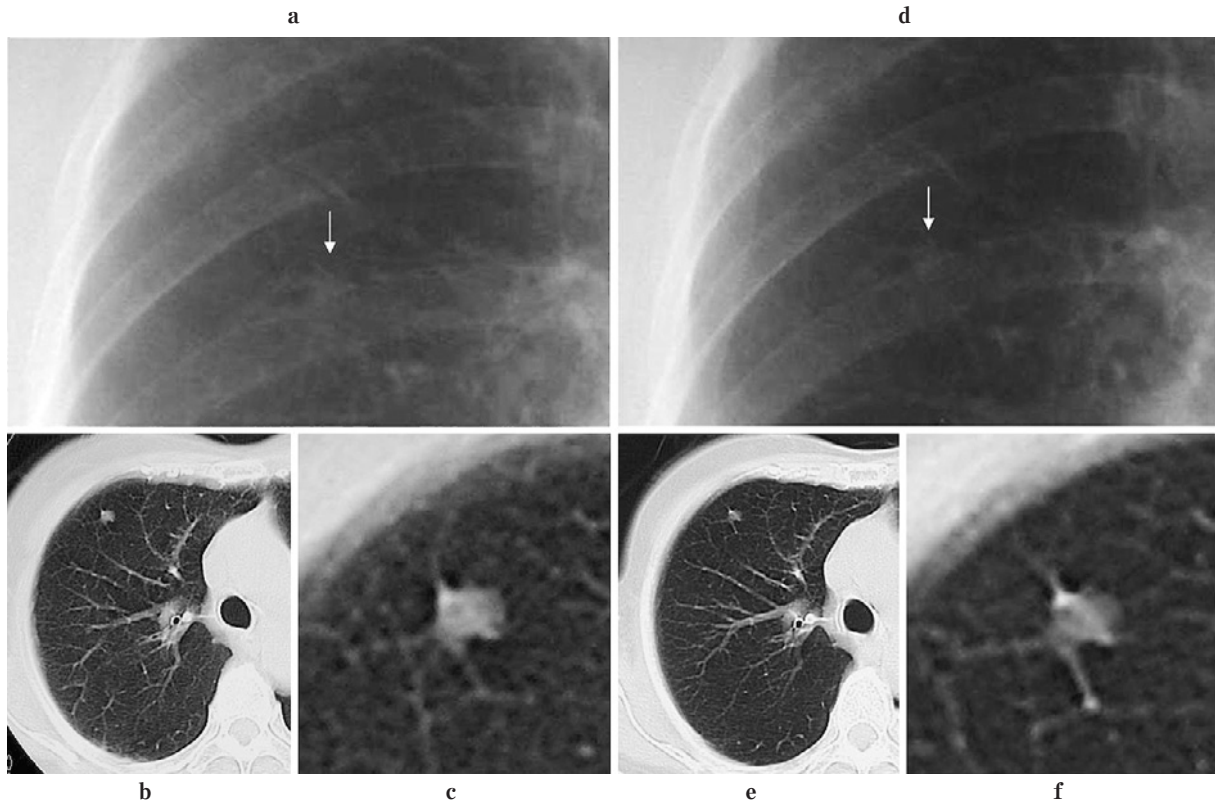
Granuloma with small calcification. (a, b, c) Present. (d, e, f) 3 years previously. (a) P-A view: A very small nodule is shown in right upper lung field (arrow), however, no small calcification can be recognized. (b, c) CT: Small calcification within the nodule (8 mm) is recognized. Since these findings were unchanged for 3 years, the nodule was considered to be benign granuloma.
